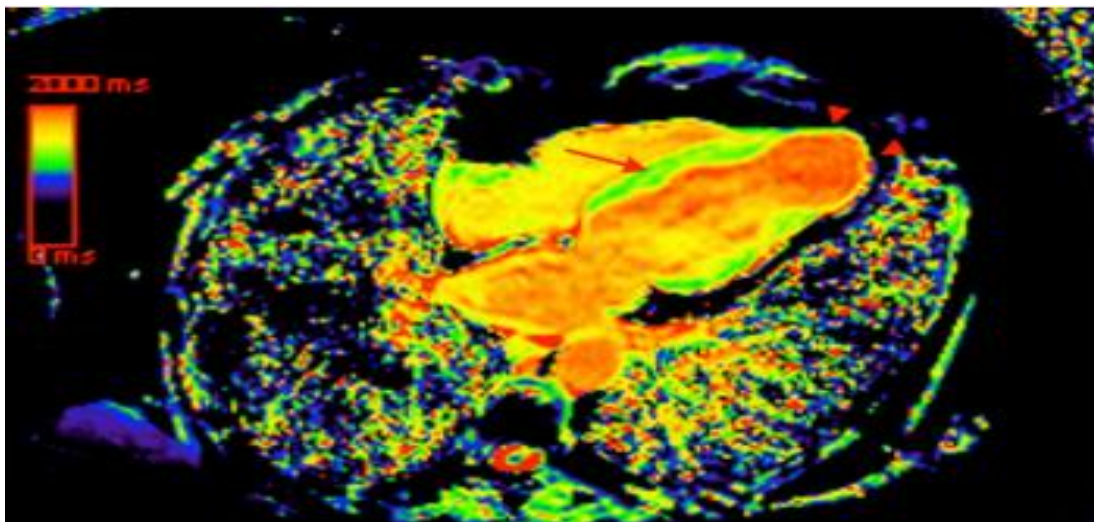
Imagem de ressonância magnética em corte 4 câmaras com mapeamento T1 nativo codificado por cores, indicando a presença de fibrose septal mesocárdica (seta) e fibrose transmural apical (cabeças de seta). O T1 nativo aumentado é representado por áreas amarelas dentro do miocárdio. Adaptado de (MOLL-BERNARDES *et al.*, 2020).
